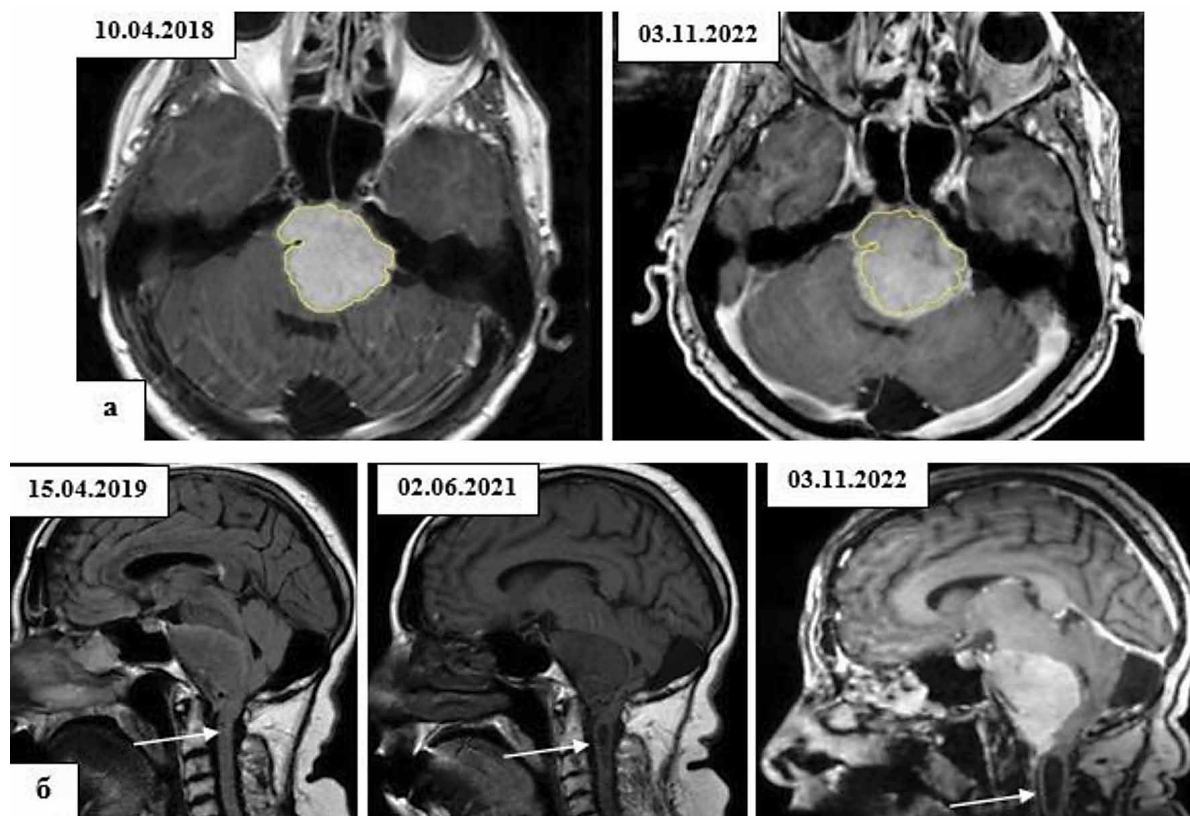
Сравнение размеров опухоли при помощи программы системы iPlan RT Image 4.1.2 производства компании Brainlab (Мюнхен, Германия). Контуры опухоли в 2018 году обведены желтым цветом. При сравнении МРТ от 2018 и 2022 года определяется отчетливая прогрессия опухоли за период наблюдения 55 месяцев (рис. 4, а). Динамика развития сирингомиелической кисты в послеоперационном периоде (указана стрелками, рис. 4, б).
